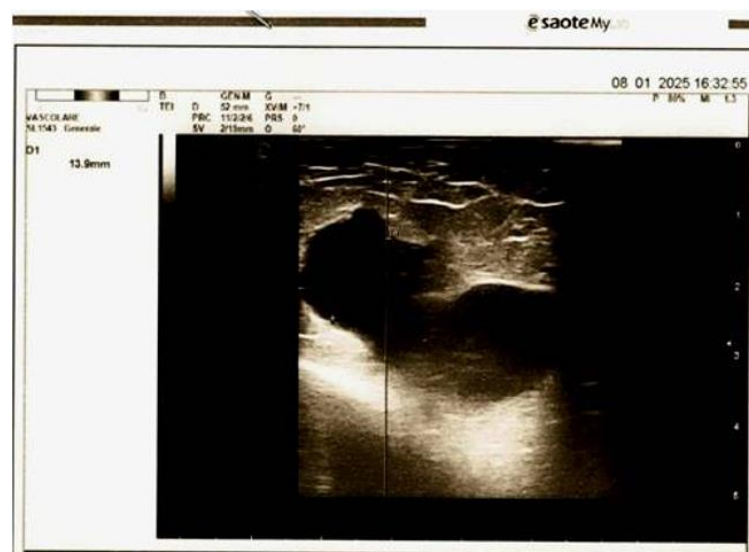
Esame ecografico con misurazione dell'aneurisma dell'arteria radiale.
